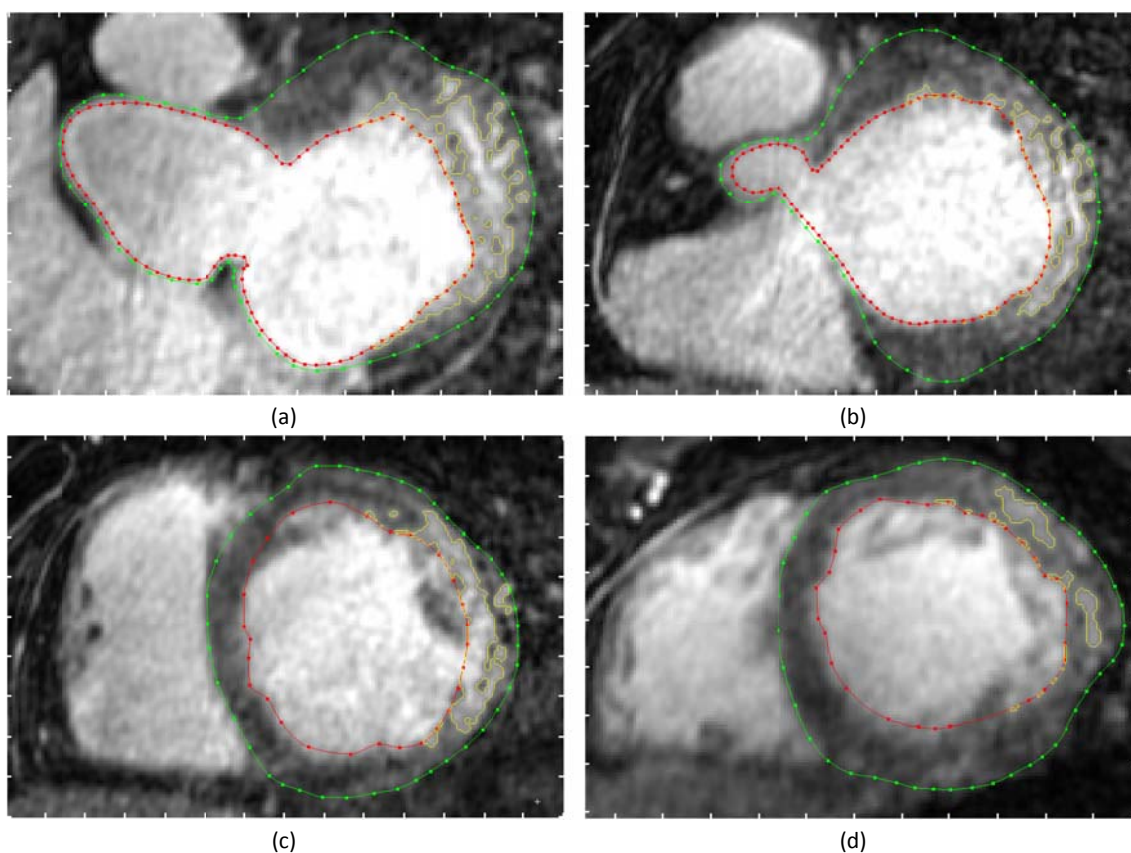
Resultados de la segmentación semi-automática de la isquemia completa (*núcleo* y *zona de borde*) sobre las imágenes de DE-MRI. Cortes a diferentes niveles del VI: (a) nivel aurículo-ventricular, (b) nivel de la base de la aorta, (c) nivel medio y (d) nivel medio-apical. En cada corte se aprecian las segmentaciones de endocardio (*rojo*) y epicardio (*verde*) del VI y la ROI correspondiente a la segmentación de toda la isquemia
